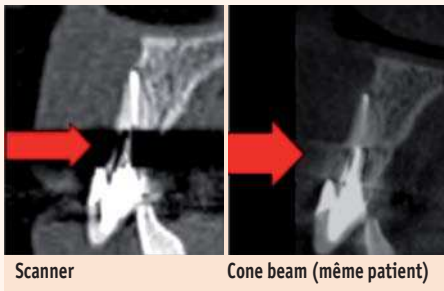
Artéfacts métalliques radiculaires en scanner (crête alvéolaire non vue) très atténués en cone beam (crête alvéolaire visualisée).
